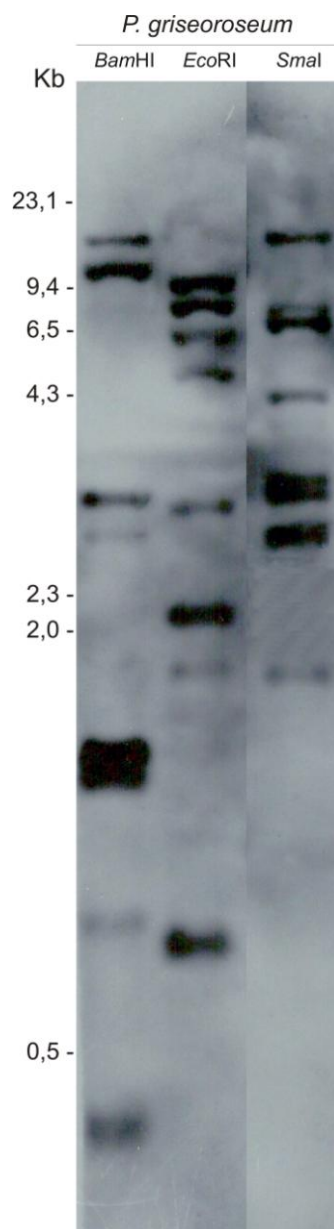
Análise da hibridização da região telomérica de *P. griseoroseum*. Autoradiografia do DNA total da linhagem *P. griseoroseum* selvagem clivado com as enzimas *Bam*HI, *Eco*RI e *Sma*I e hibridizado com a sonda contendo parte da região telomérica obtida do pTel13.
